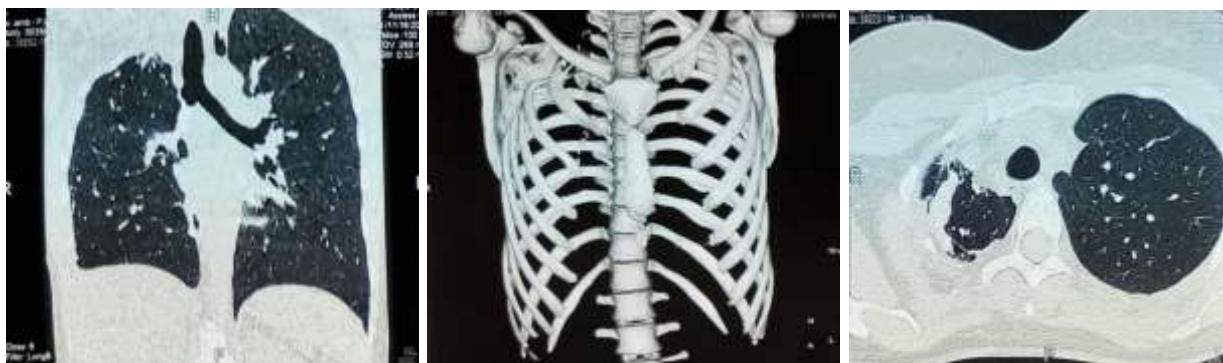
Сканы МСКТ органов грудной клетки пациента К., 31 года, выполненной через три года после пятиреберной верхнезадней торакопластики справа с применением сетчатого имплантата
